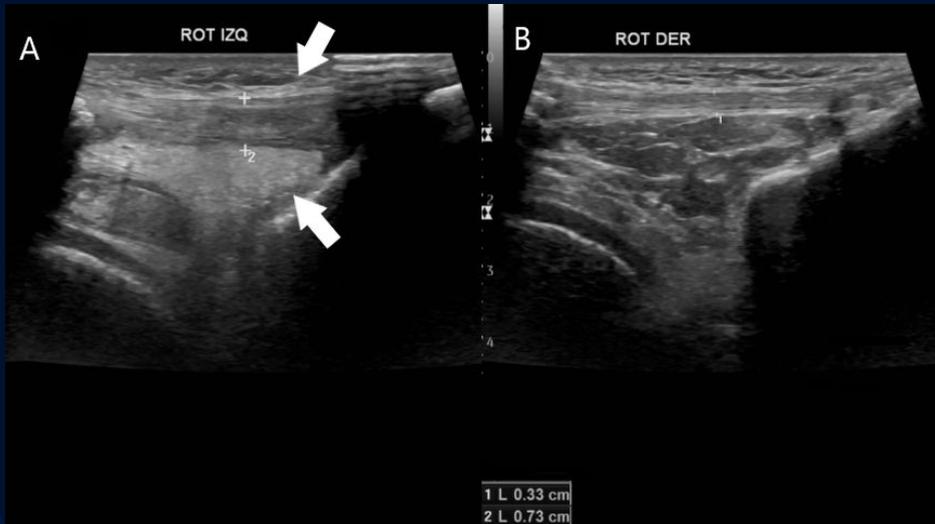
Ecografía de ambas rodillas en proyección longitudinal. (A) Engrosamiento y cambios inflamatorios del tendón rotuliano y la grasa de Hoffa izquierda (flechas), con leve derrame articular, en comparación con la contralateral (B).
